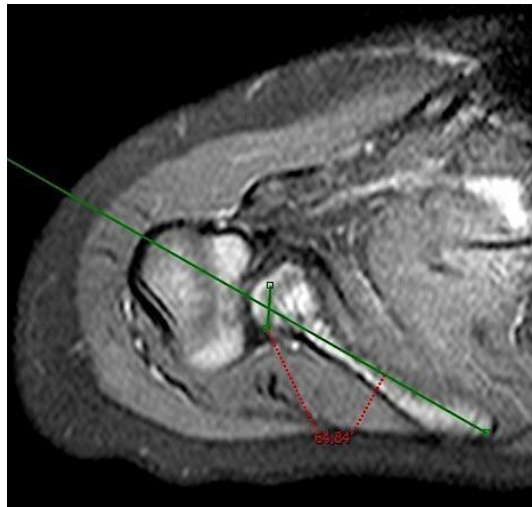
Image a : IRM pré opératoire, coupe axiale. A l'âge de 2,5 ans.
